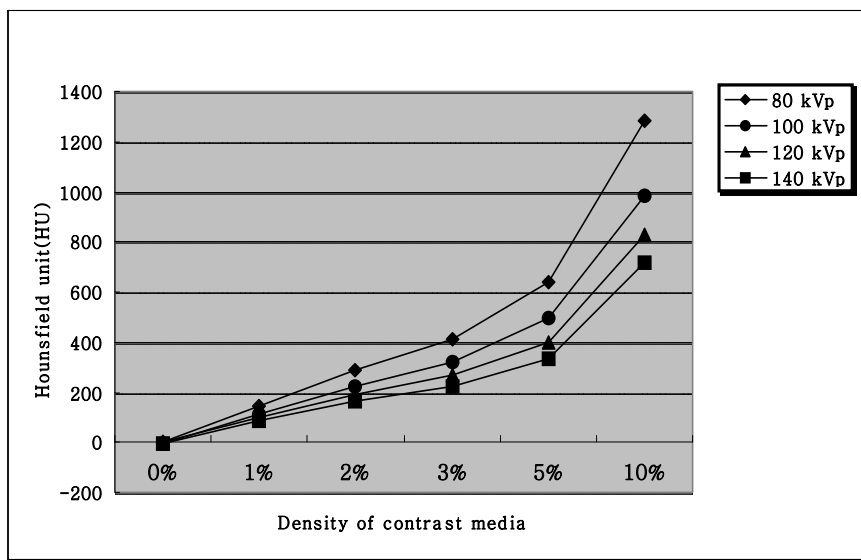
CT value in Contrast media density with change of kVp.
